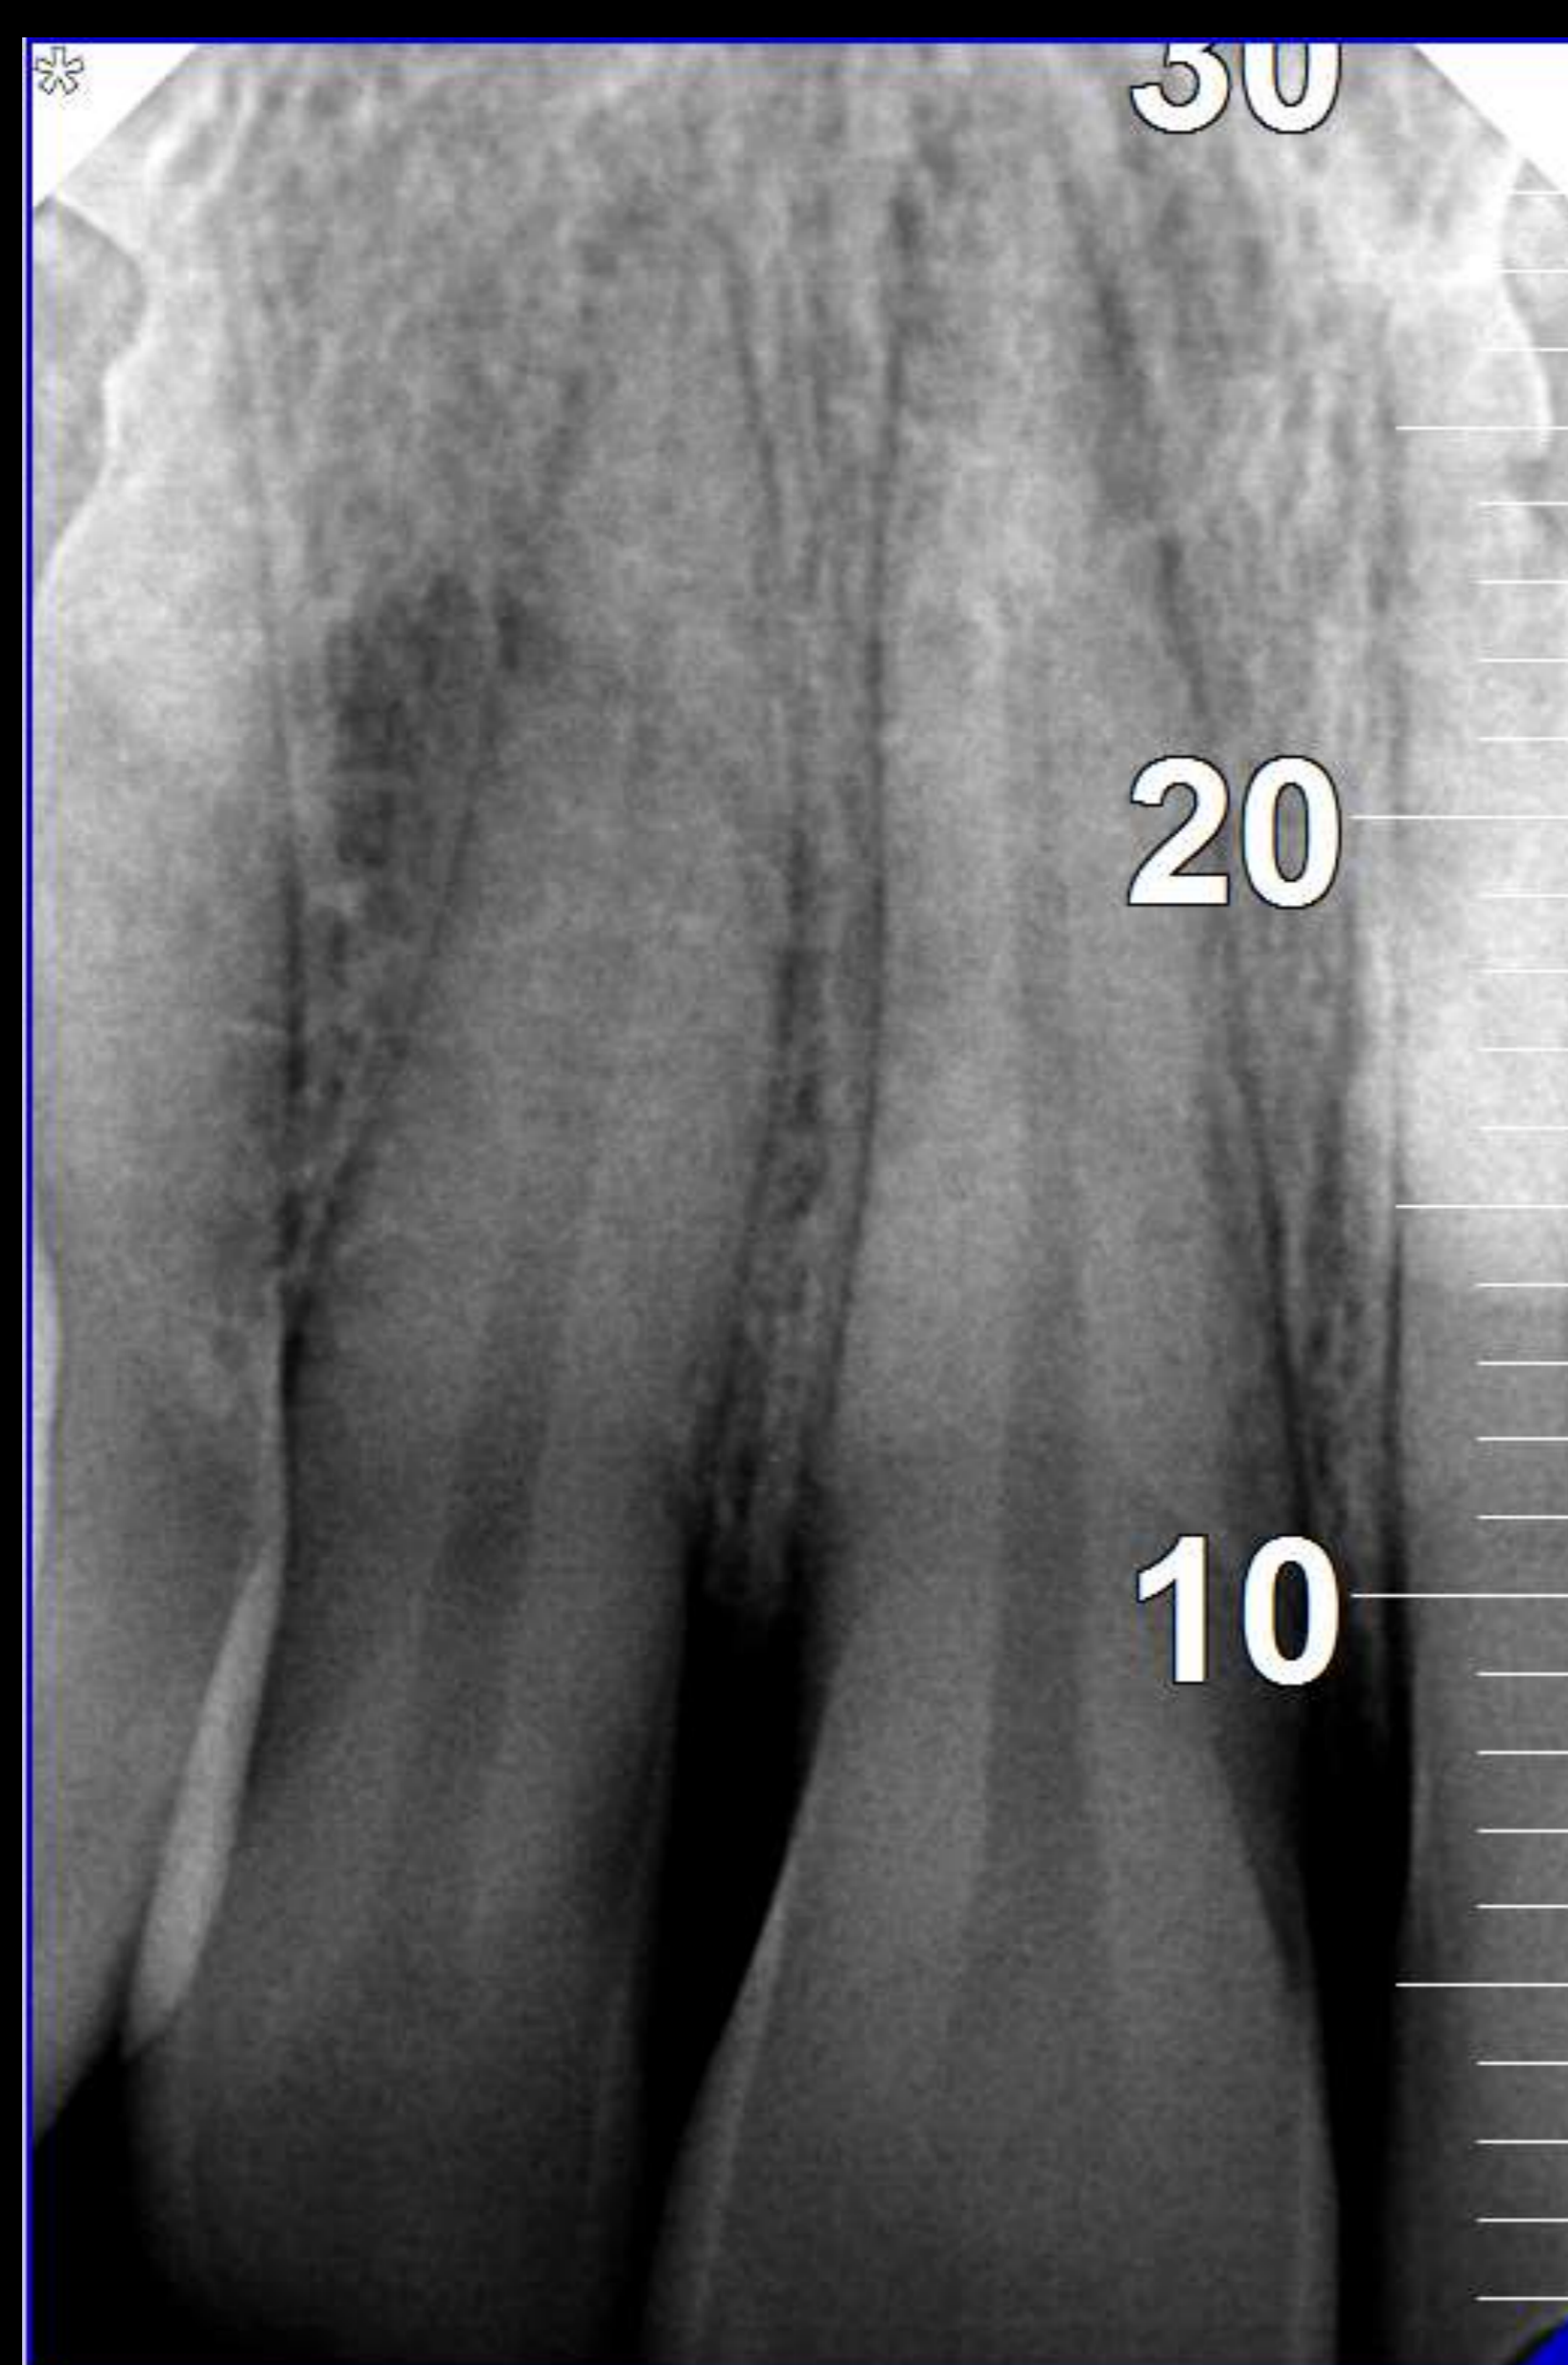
Radiografia inicial.
